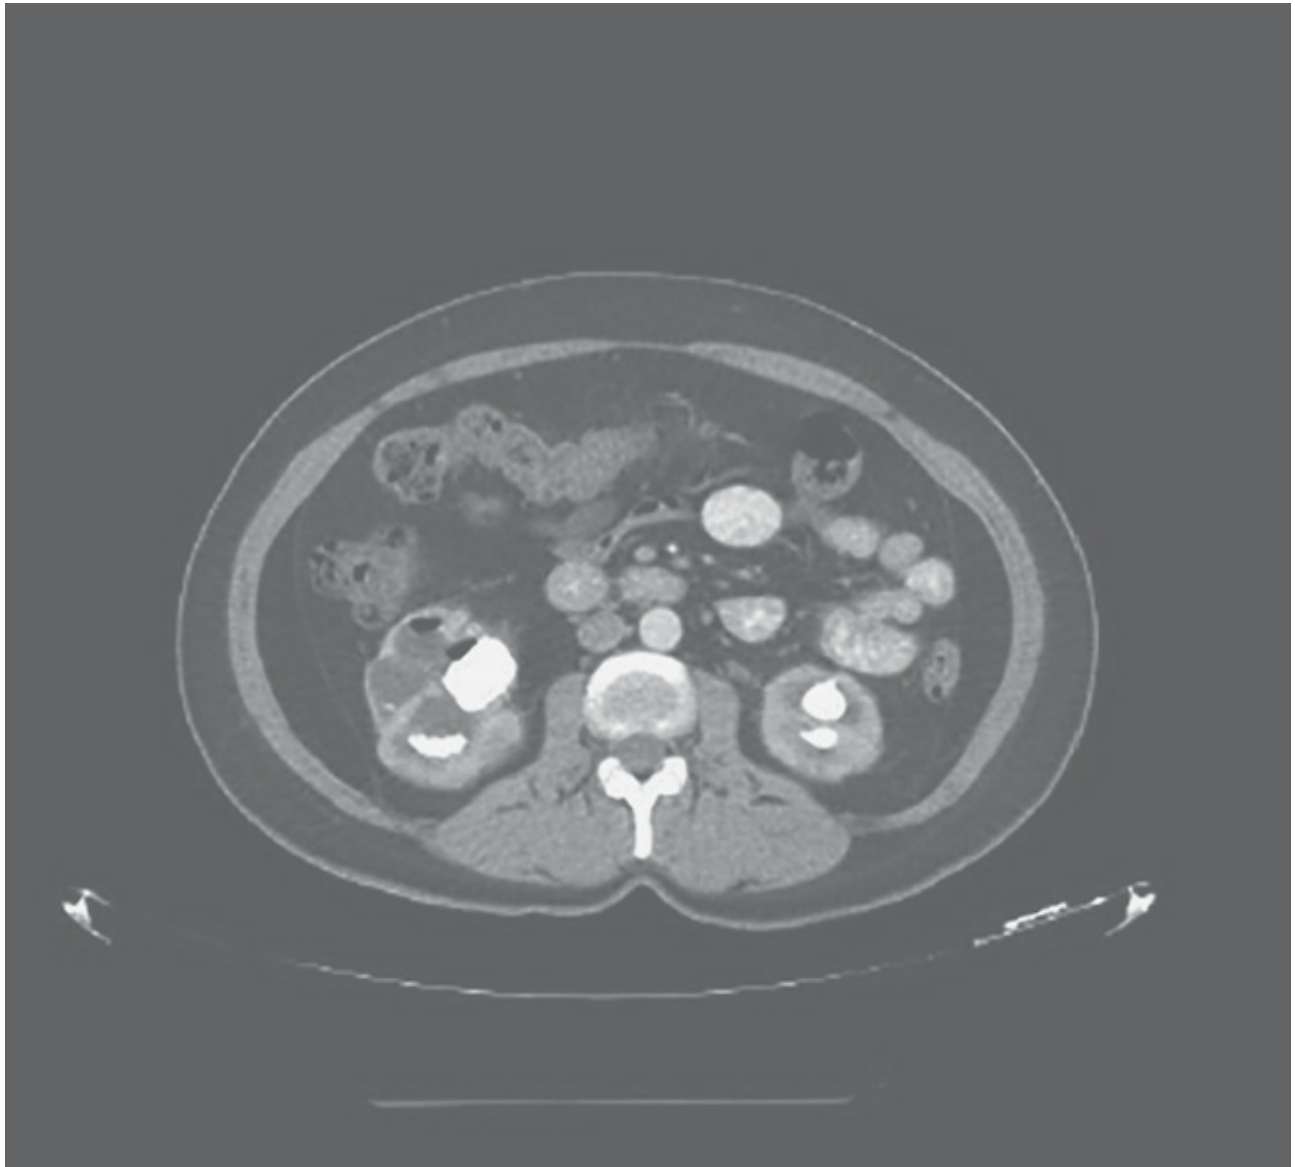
Tomografía abdominal.
